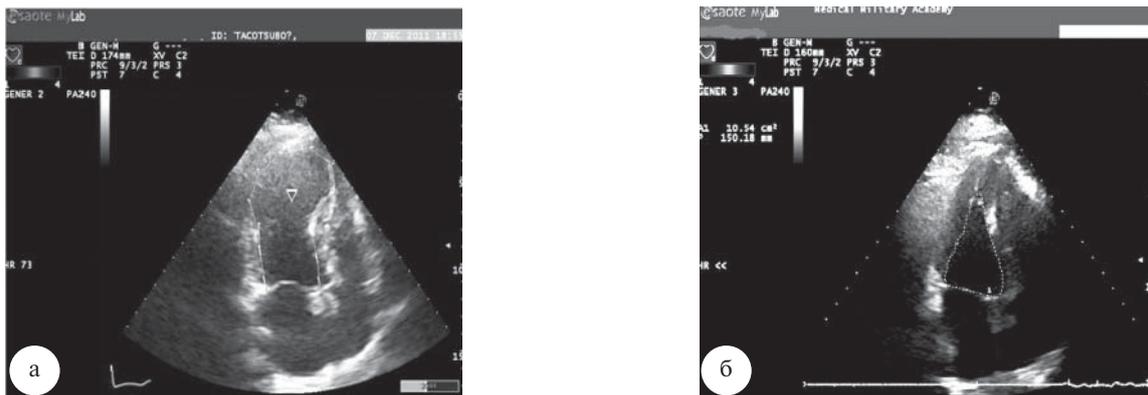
Эхокардиограмма (4-камерное сечение): а – феномен «баллонирования верхушки ЛЖ» в систолу; б – восстановление сократимости верхушечных сегментов ЛЖ
